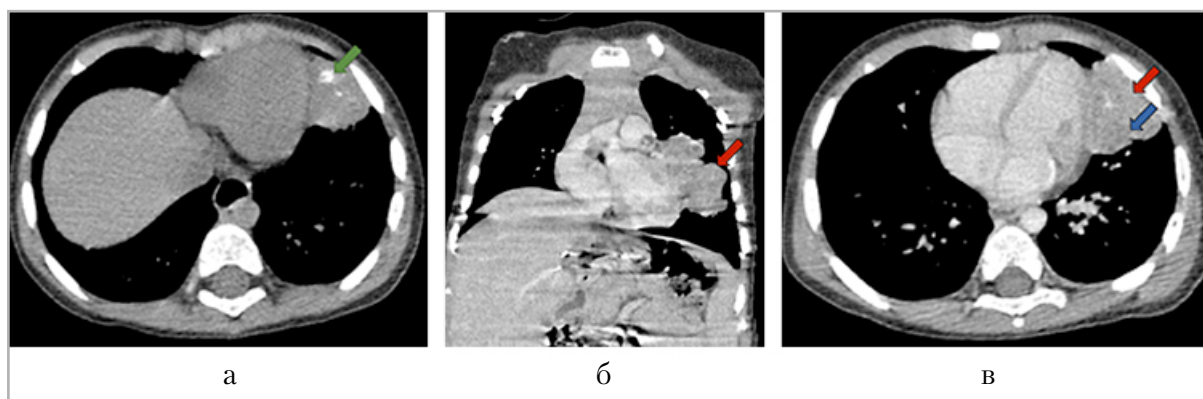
Мультиспиральные компьютерные томограммы органов грудной клетки с контрастным усилением, мягкотканное окно: а — аксиальная плоскость, нативная фаза, мягкотканное образование верхней доли левого легкого с участками обызвествления (зеленая стрелка); б — коронарная, в — аксиальная плоскости, венозная фаза контрастирования, то же образование (красные стрелки) с неровными контурами, отмечается неоднородное контрастирование отдельных участков образования (синяя стрелка)
